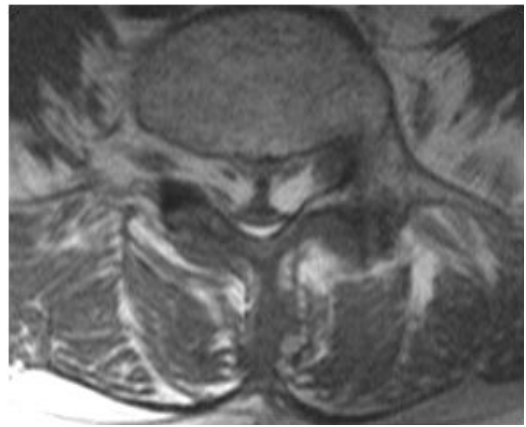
T1-weighted MRI at lumbar-sacral level showed high intensity adipose tissue compression of the spinal nerve roots, thecal sac. Lumbosacral epidural lipomatosis, grade III
